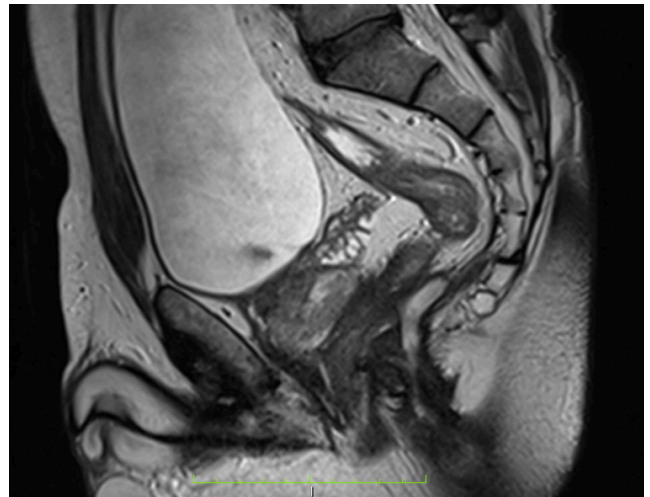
Томограма хворого С. 38 р. Сагітальна проекція МРТ скану повної екстрасфінктерної нориці
